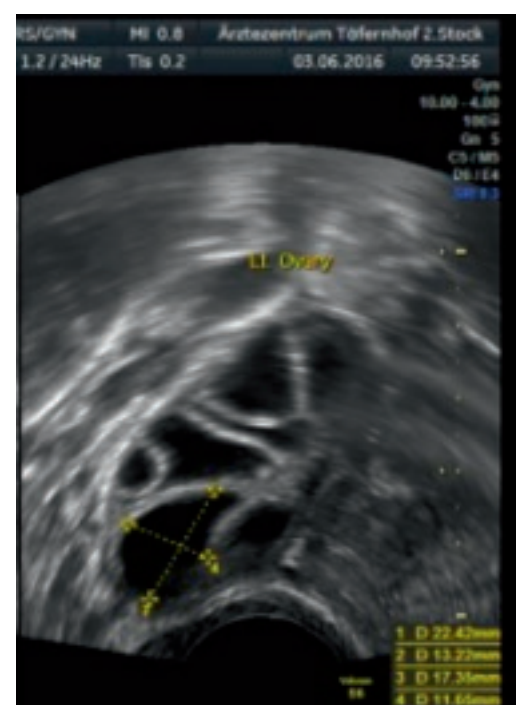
Transvaginalsonographie: Dank einer niedrig dosierten Clomiphen-Stimulation (25 mg/die) wachsen meist 1–3 Follikel.
